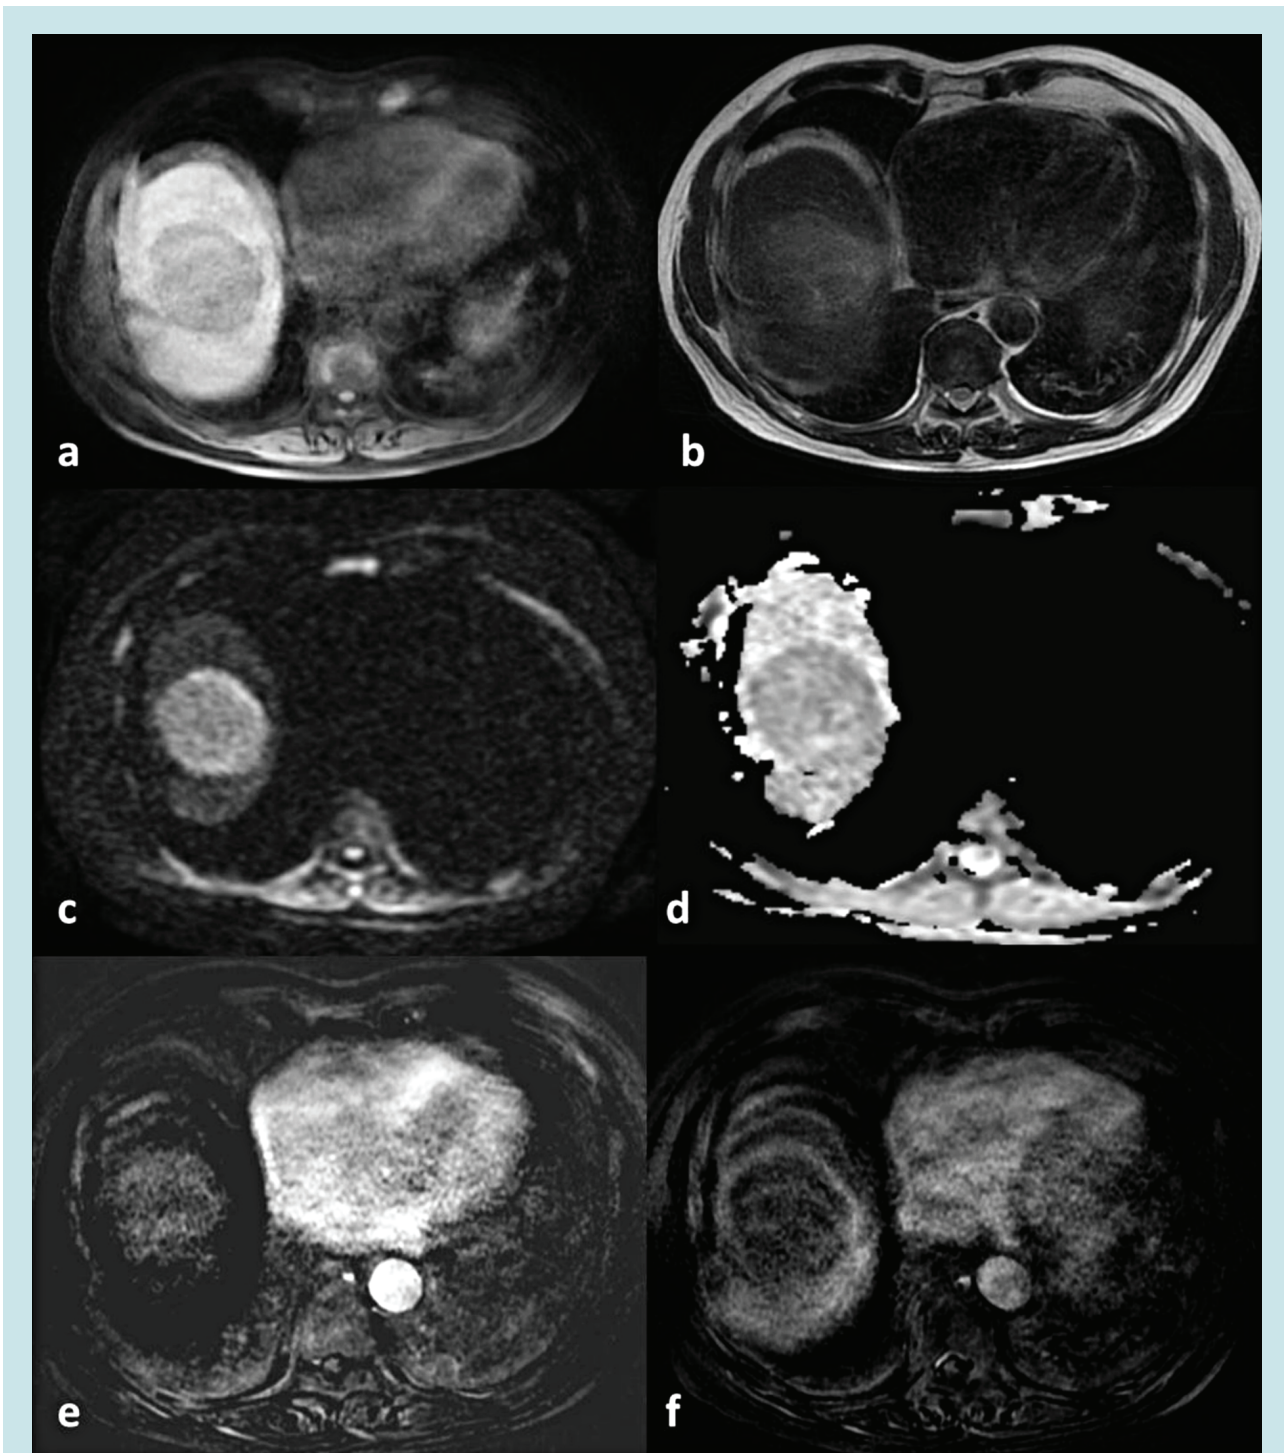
On abdominal MR images, the hepatocellular carcinoma is seen as a T1 hypointense (a), T2 mildly hyperintense (b) solid mass in the right liver lobe. It is hyperintense on diffusion-weighted images (c) and hypointense on the apparent diffusion coefficient (ADC) map images (d), which is compatible with diffusion restriction. The mass is enhanced in the arterial phase of dynamic contrast-enhanced images (e) and is washed out in the portal venous phase (f), which is the typical contrast enhancement pattern of hepatocellular carcinoma.
